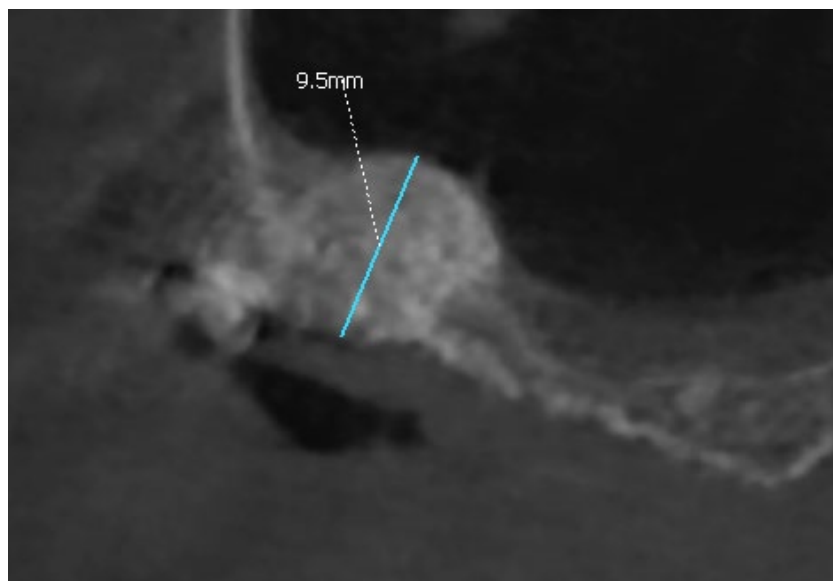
RTG kontrolne 7 dni po zabiegu.
